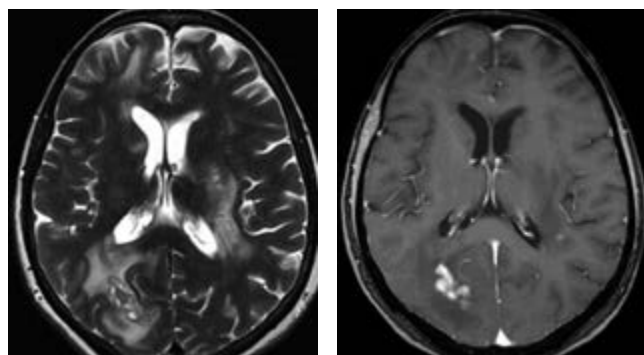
МРТ от 12.10.2010. Отмечается появление новых (в т.ч. сливных) очагов в белом веществе, увеличение в размерах ряда очагов на прежних МРТ; интенсивное, в т.ч. полукольцевое накопление контрастного вещества в новых (правая лобная доля, ствол мозолистого тела, полуовальный центр слева) и старых очагах. Заключение: картина, характерная для рассеянного склероза с наличием активных и неактивных очагов; отрицательная динамика от 16.09.2010. в появлении новых (в т.ч. активных) и увеличение в размерах некоторых старых очагов
